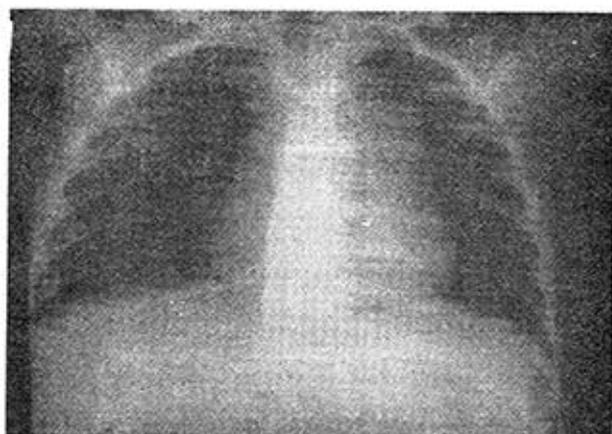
Radiografía de mediastino (septiembre 5/60) donde se muestra gran aumento de zona mediastínica a expensas de la sombra tímica.
